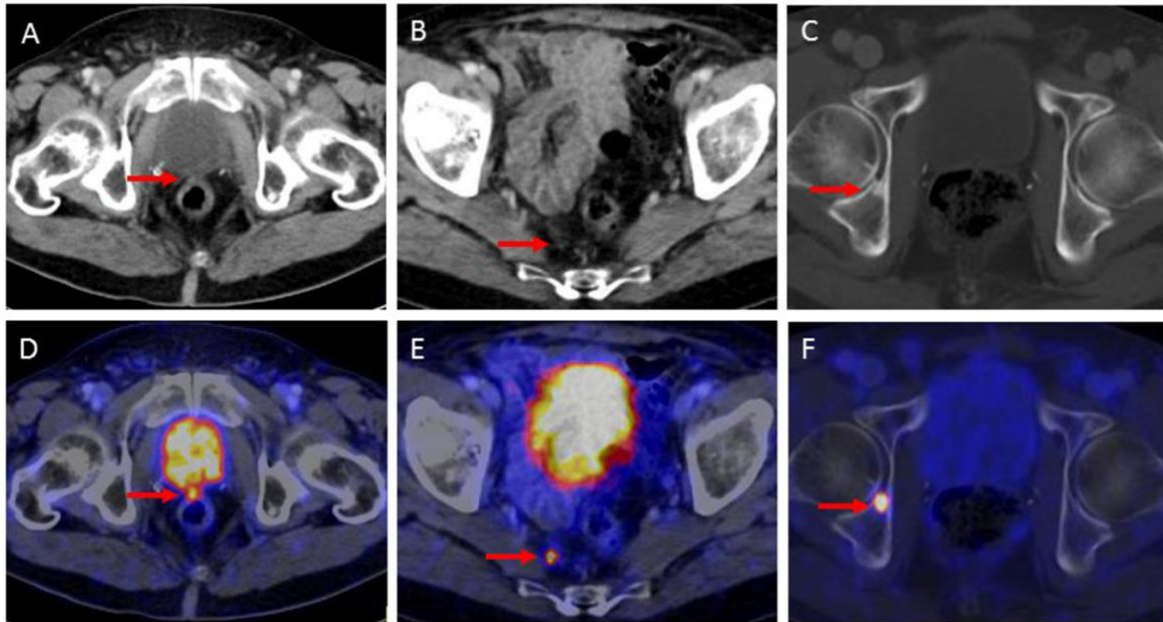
Beispiele von ^{68}Ga -PSMA-Liganden PET/CT Untersuchungen bei Patienten mit frühem rezidivierendem Prostatakarzinom nach radikaler Prostatektomie
